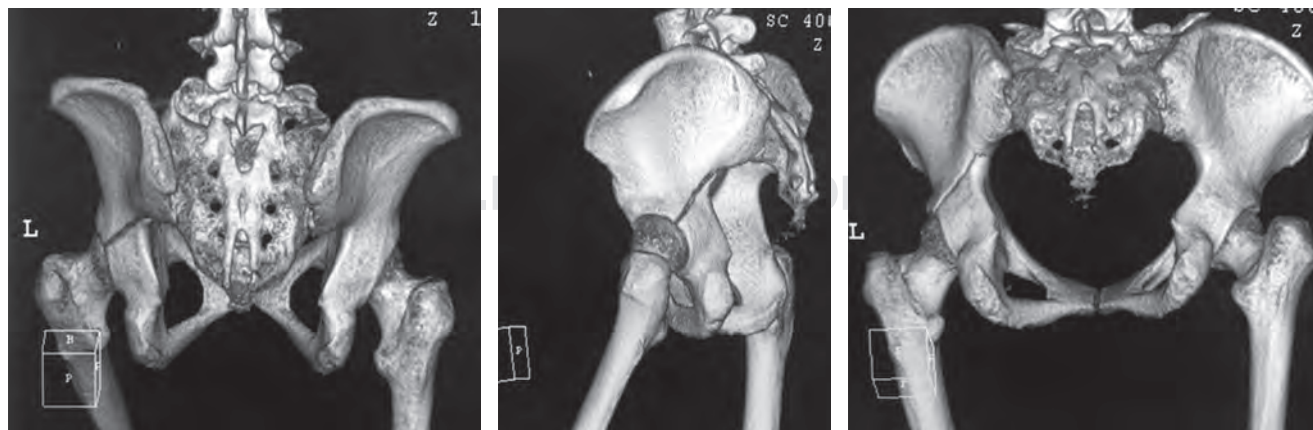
Tomografía axial computada con reconstrucción en 3D, donde se observa trazo de fractura de columna posterior de acetábulo con mínimo desplazamiento.
